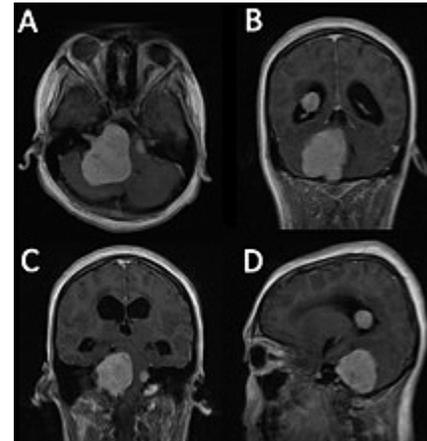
Resonancia cerebral contrastada, A y C axial y coronal: lesión expansiva en poro acústico bilateral, derecho 4.5 cm* 5,7 cm; izquierdo 1*1,5 cm, captación homogénea de contraste. B y D coronal y sagital: lesiones expansivas hiper-captantes en ángulo pontocerebeloso derecho, e intraventricular en atrio derecho 2,3*2 cm.
